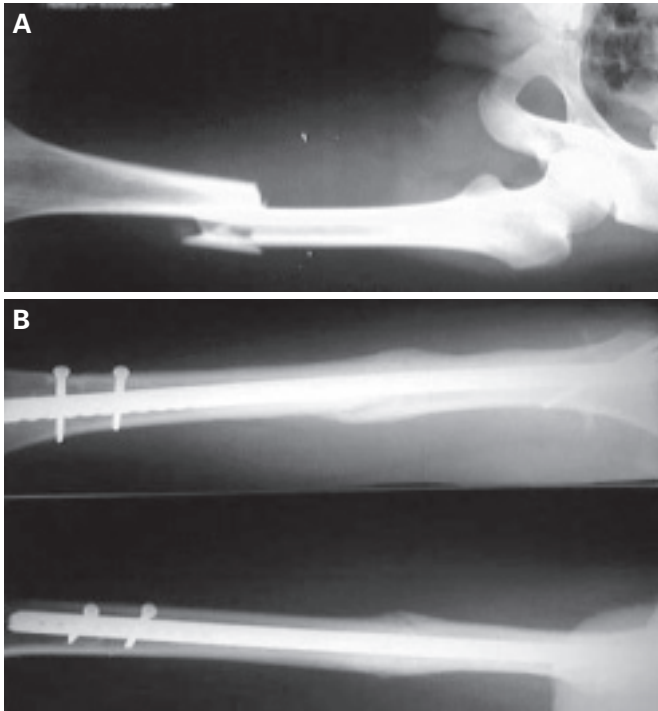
Fratura diafisária do fêmur tipo B tratada com haste intramedular bloqueada. A) Radiografia inicial. B) Radiografia 16 semanas após a cirurgia.
